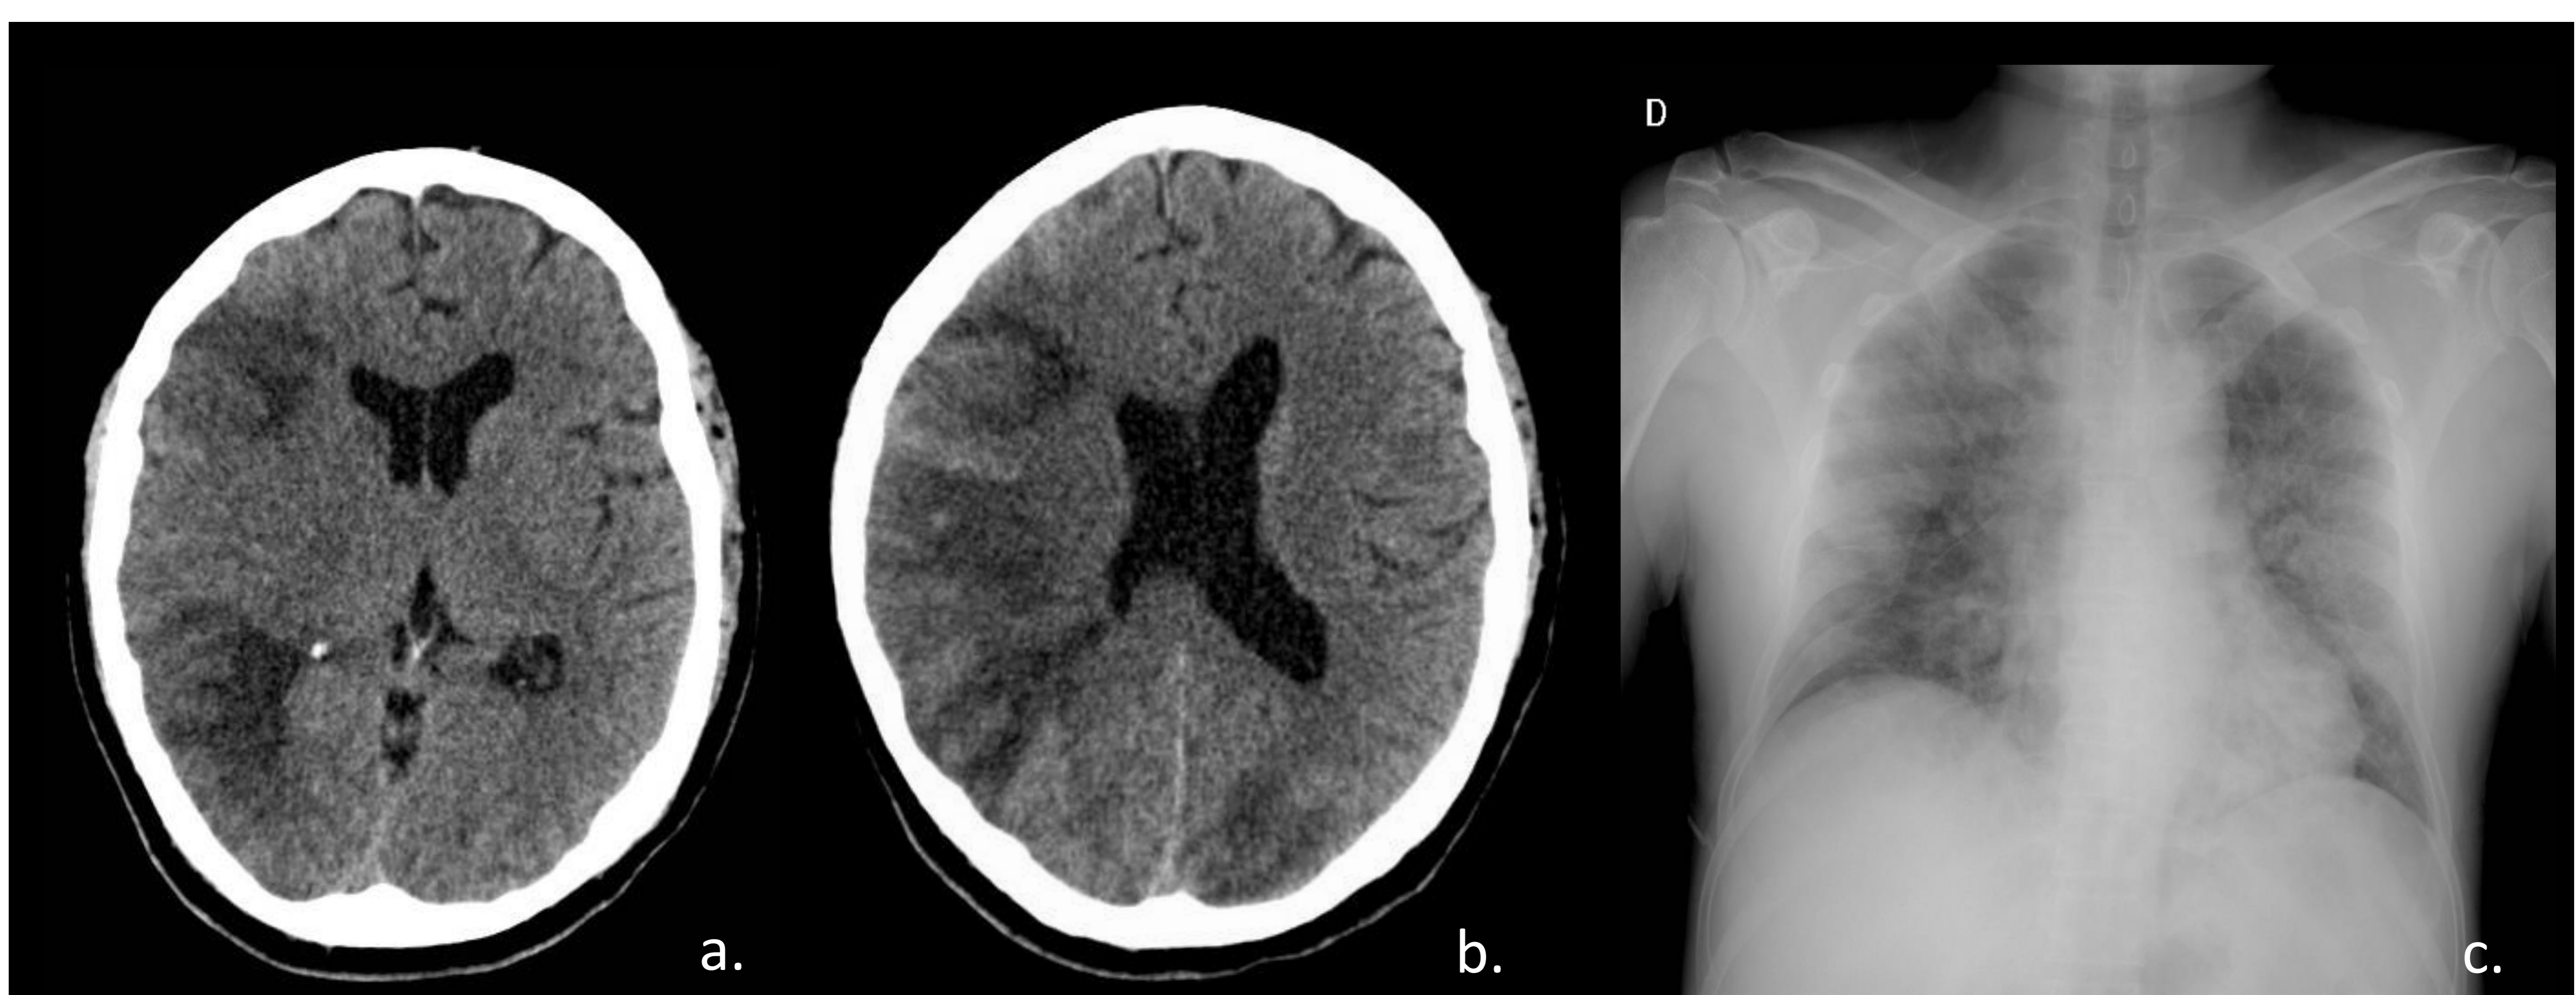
Varón 56 años, SARS-CoV-2 positivo, ingresado en UCI por insuficiencia respiratoria grave, tras retirada de sedación se evidencia clara hemiparesia izquierda con reflejos asimétricos. TC craneal sin contraste iv (a y b). Lesión isquémica en el territorio de arteria cerebral media derecha y arteria cerebral posterior izquierda. Radiografía PA de tórax (c) muestra opacidades parcheadas periféricas bilaterales en ambos hemitórax.
